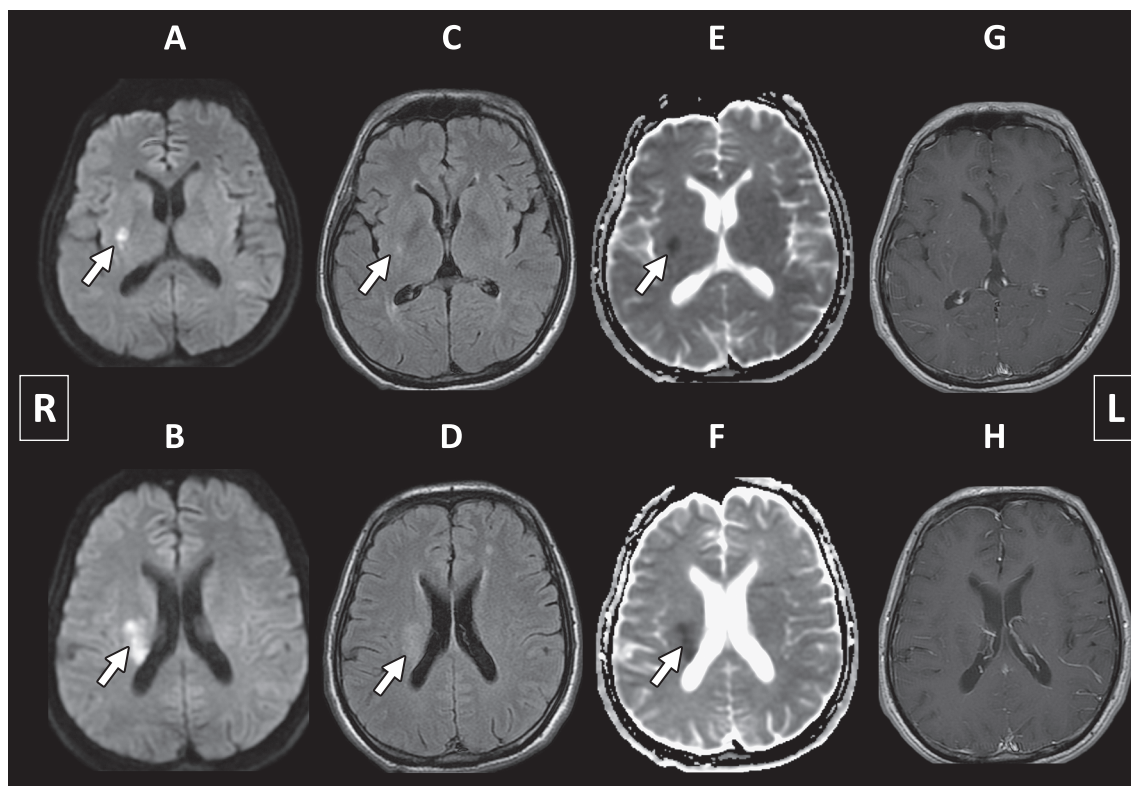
Magnetic resonance images (MRI) of brain.
